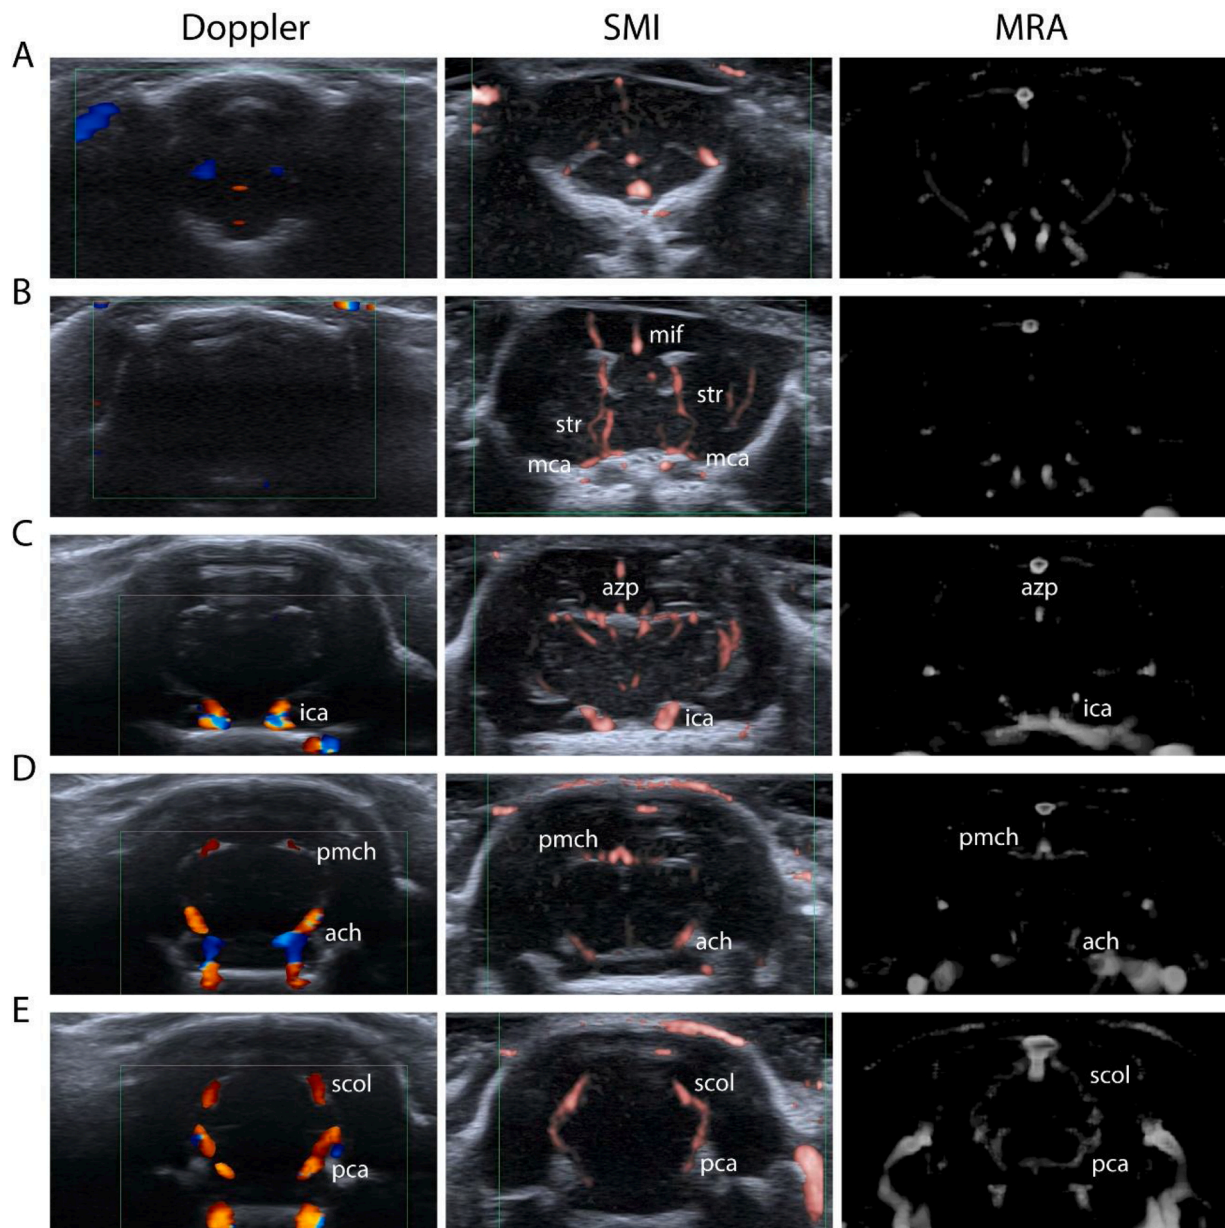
Identification of the main cerebral arteries by Doppler with the skin intact, by SMI with a total craniotomy and by MRA. Brain arteries observed at around 4.20 mm (A), -0.48 mm (B), -3.48 mm (C), -5.04 mm (D) and -6.72 mm (E). Abbreviations: ach: anterior choroidal artery; azp: azygos pericallosal artery; ica: internal carotid artery (common carotid); mca: middle cerebral artery; mif: middle internal frontal artery; pca: posterior cerebral artery (superior cerebellar); pmch: posterior medial choroidal artery (supracollicular network); scol: supracollicular arterial network (posterior cerebral); str: striate artery.
